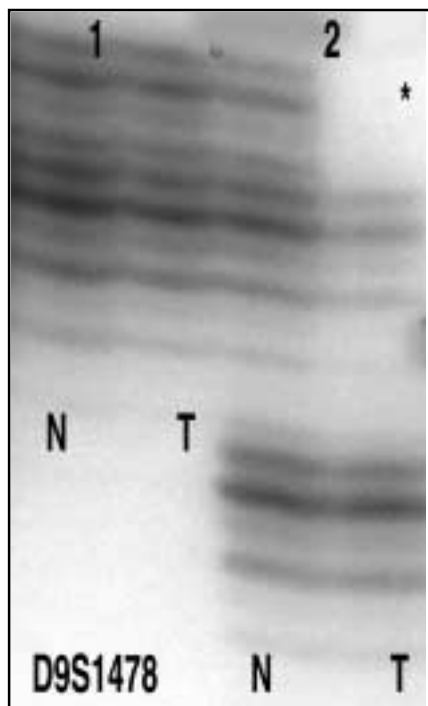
Film de autorradiografía para el microsatélite D9S1478 que muestra en el segundo caso la ausencia de un grupo de bandas correspondientes al alelo superior cuando es comparado con el ADN normal (N) adyacente (desbalance alélico) en el otro caso se observa la ausencia del alelo inferior tanto en el ADN tumoral como normal.
